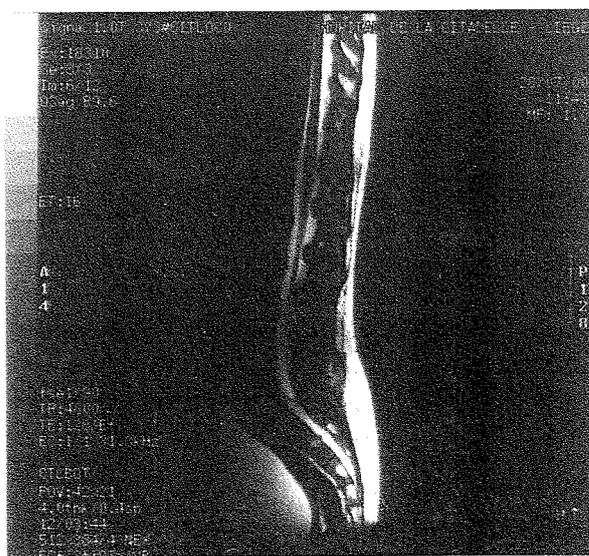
RMN mettant en évidence une arachnoïdite de tout le fourreau médullaire.
